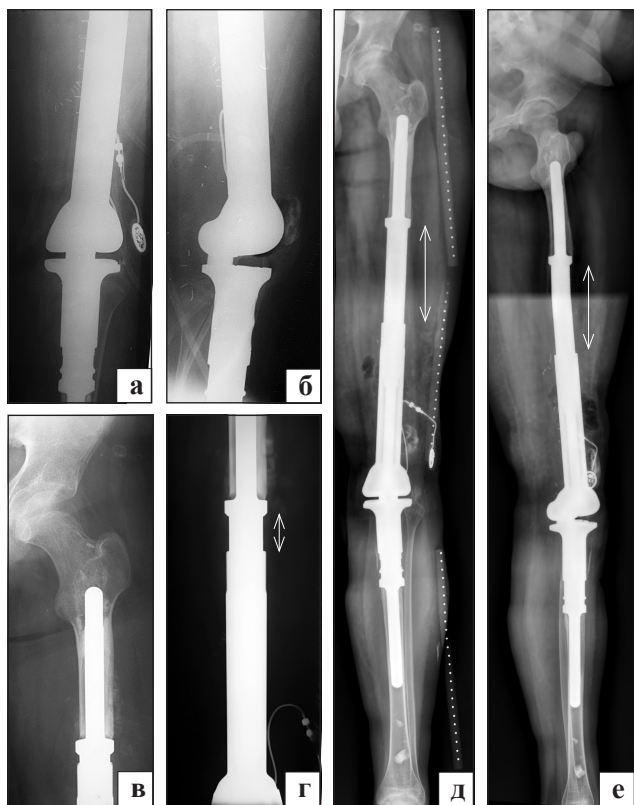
Рентгенограми нижньої третини лівого стегна, ділянки колінного суглоба (а, б) та проксимального відділу стегна (в) пацієнта Д., 14 р. після ревізійного ендопротезування нижньої половини лівої стегнової кістки модульним ендопротезом MUTARS Xrand, що «росте» (стрілками вказана зона ендопротеза, який росте)
